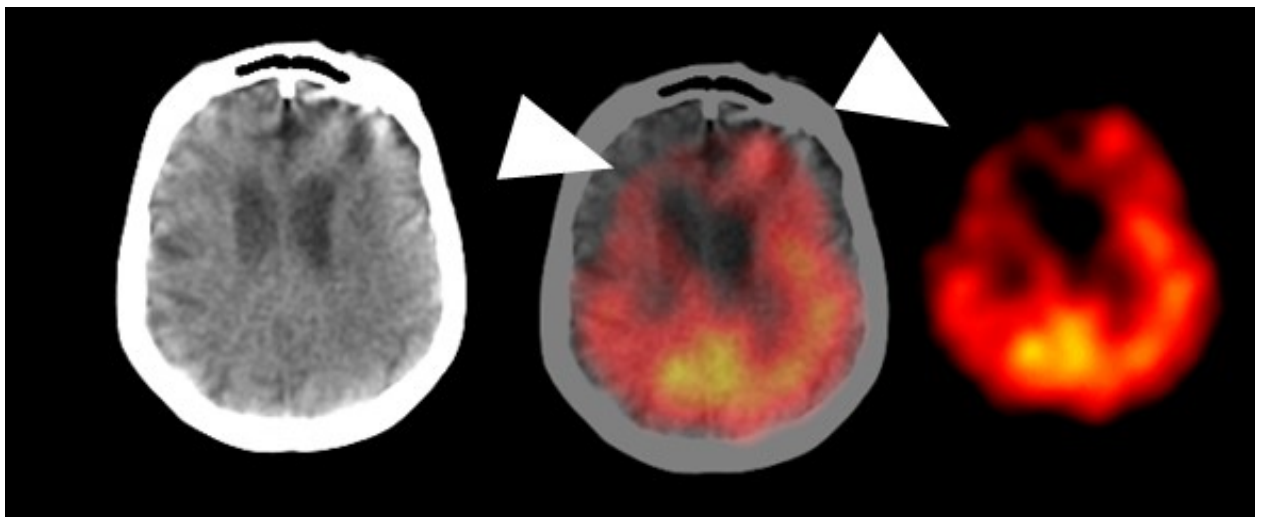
Перфузионная ОФЭКТ/КТ головного мозга (слева – низкодозная КТ, справа – томосцинтиграмма, посередине – совмещённое изображение), аксиальный срез на уровне тел боковых желудочков. Женщина, 75 лет, балл по MMSE 23. Белыми треугольными стрелками указана гипофиксация РФП в правой лобной доле.
